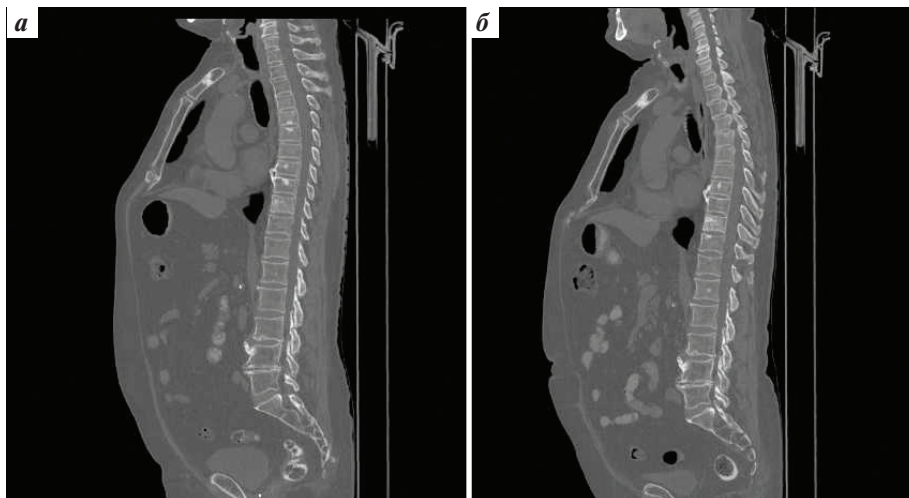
Компьютерные томограммы органов грудной клетки, брюшной полости и малого таза с контрастированием от 13.08.2020 (а) и 13.11.2020 (б): динамика костных метастазов до назначения олапариба
